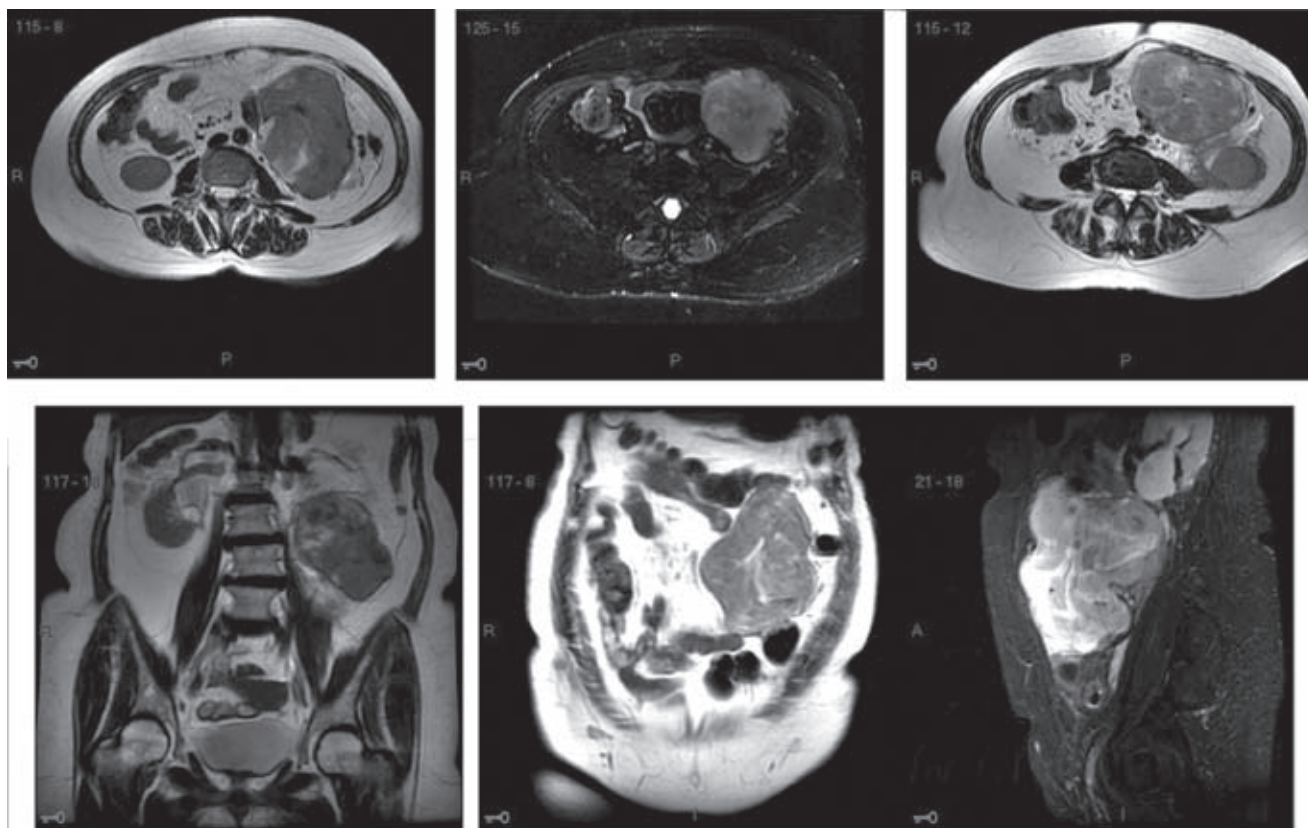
RM de abdomen simple y contrastada donde se identificó tumor retroperitoneal izquierdo de bordes lobulados y definidos. Midió 14.5 x 12.5 x 8.5 cm de intensidad heterogénea tanto en T1 como en T2; focos grasos en secuencia STIR. La captación de contraste fue heterogénea: localizada por delante del uréter que comprime y produce dilatación de la pelvis e hidronefrosis. Desplaza hacia adelante y a los lados el tubo digestivo hueco, no se puede definir su origen. Lesión hepática de 3 mm localizada en el LHD compatible con hemangioma. No hay adenopatías.
